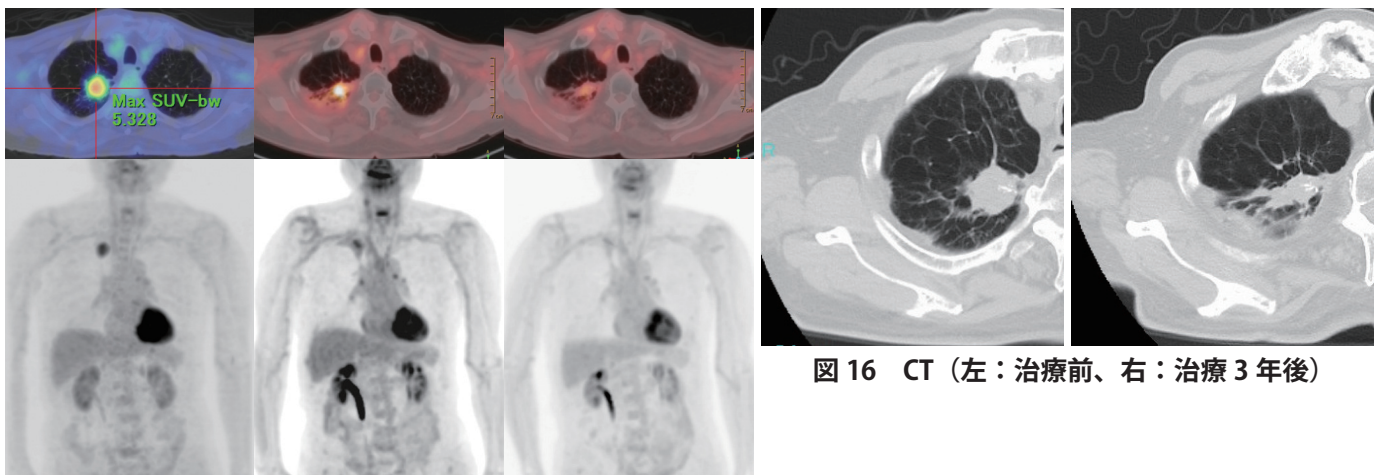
CT (左：治療前、右：治療 3 年後)
